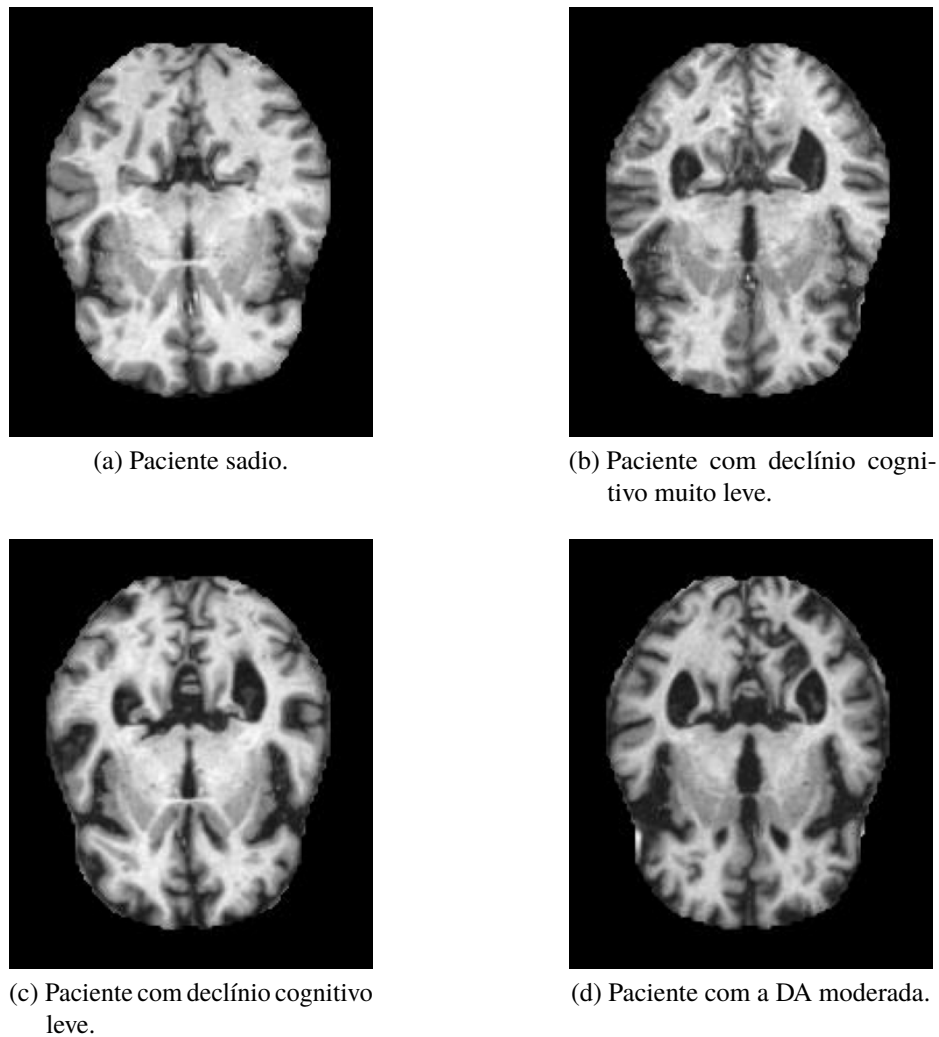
Exemplo de imagem de RM (tempo de relaxamento T1) de cada um dos grupos de pacientes em estudo.
